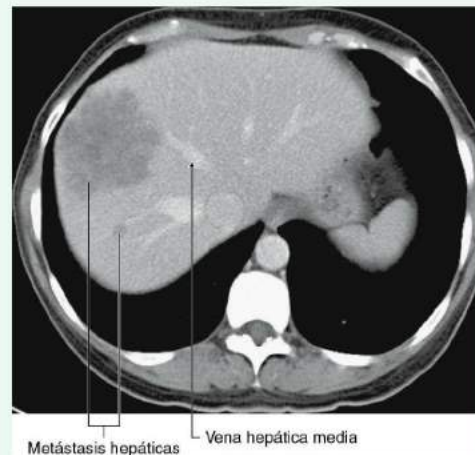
Esta tomografía computarizada tras la inyección de contraste en el plano axial muestra dos metástasis situadas en el lóbulo derecho del hígado. El lóbulo izquierdo del hígado está libre de afectación. La más grande de las dos metástasis está situada a la derecha de la vena hepática media, que se localiza en el plano principal del hígado para dividir los lados derecho e izquierdo de éste.
